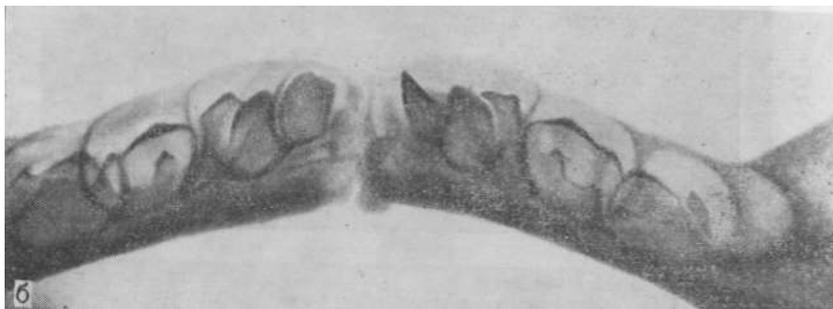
Рентгенограммы верхней (а) и нижней (б) челюстей плода человека 30—32 нед. Продолжается минерализация фолликулов, отчетливо видны очертания всех бугров жевательных зубов.
